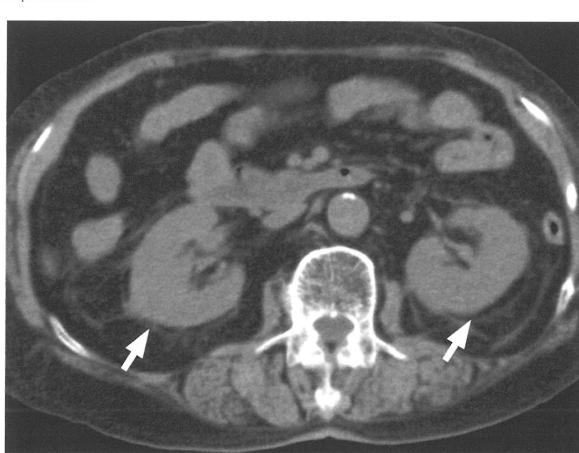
腹部単純 CT 画像。両腎（矢印）の腫大と周囲脂肪織濃度上昇を認めた。
